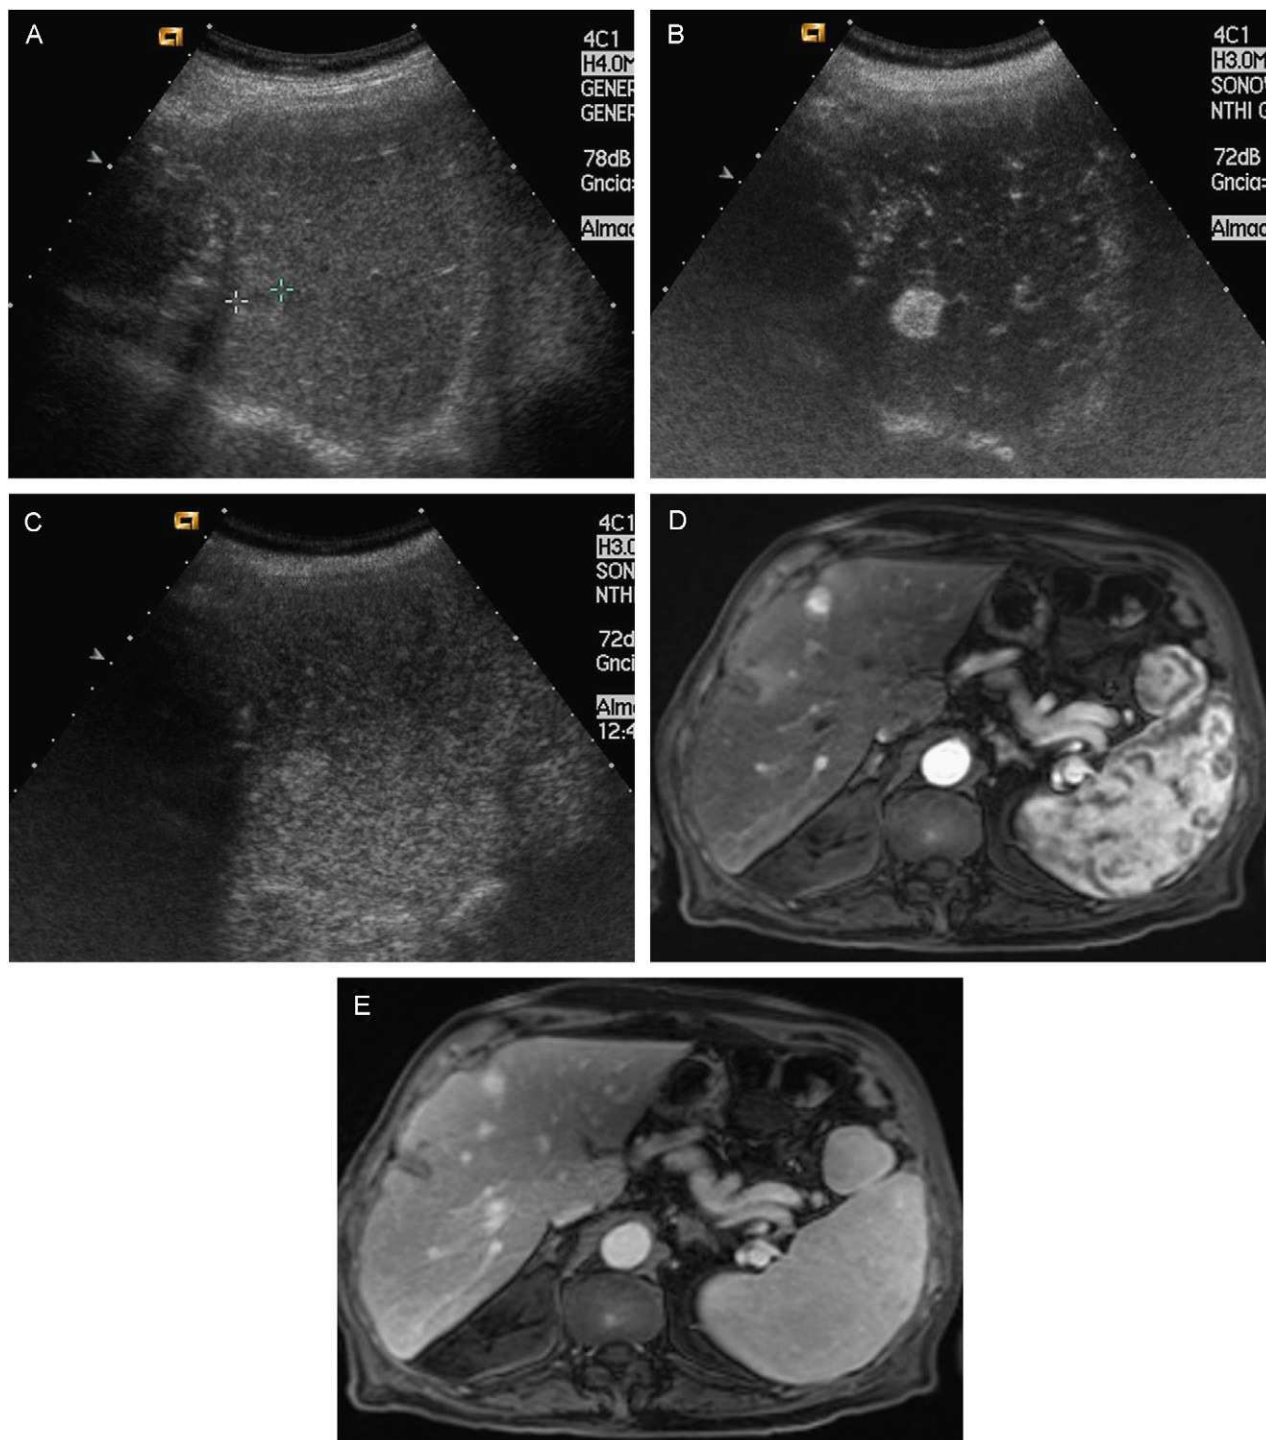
Lesión detectada en el seguimiento semestral mediante US en un paciente con CH, en la que debe realizarse un diagnóstico diferencial entre hemangioma/CHC. A) En la US basal se observa imagen nodular ecogénica, de 17 mm, con centro algo más hipoeoico (cursores). B) USC: en la fase arterial la lesión presenta una clara captación nodular completa. C) USC: en la fase venosa tardía la lesión permanece hiperecogénica, lo que no es característico de CHC y apoya el diagnóstico de lesión benigna. D) Captación nodular completa de la lesión en la fase arterial de la RM. E) En la fase venosa tardía se aprecia una persistencia de la captación. La lesión fue caracterizada como hemangioma.
